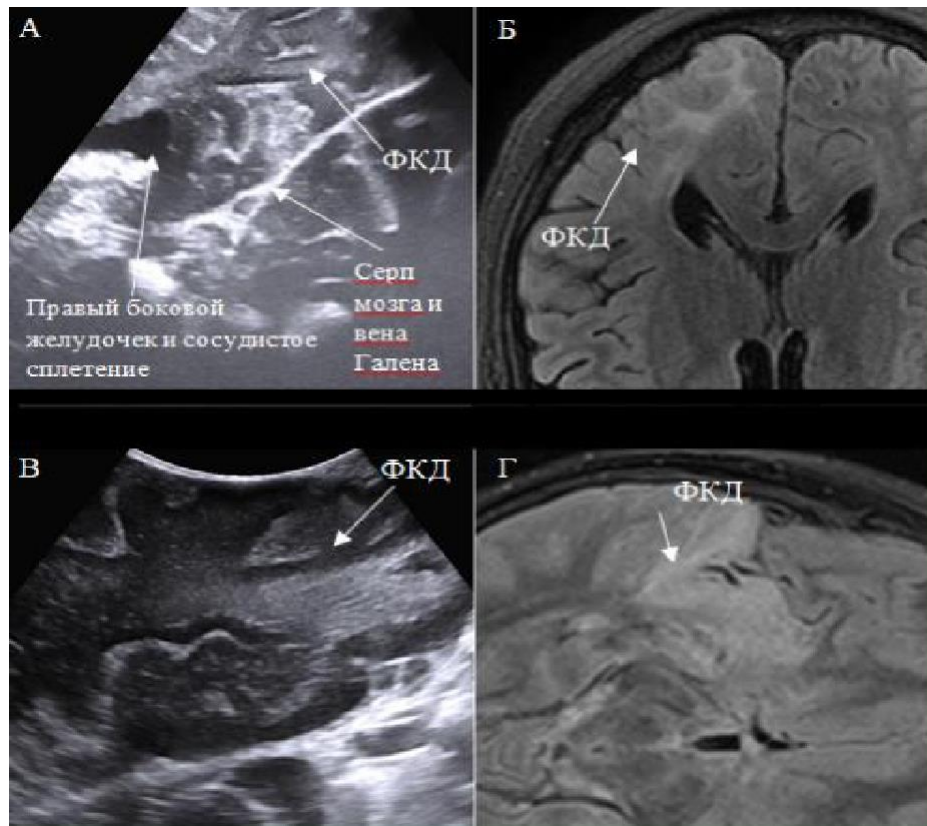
Пациент, 7 лет, диагноз «структурная фокальная эпилепсия, частые моторные тонические приступы с сохраненным сознанием, с фокальным дебютом». Фармакорезистентность. ФКД 1с затылочной доли (А). ФКД 1с затылочной доли, по данным иУЗИ (В), четко разграничивается зона пораженной и здоровой ткани мозга; Б, Г — МРТ, фокальная кортикальная дисплазия в правой височной доле
